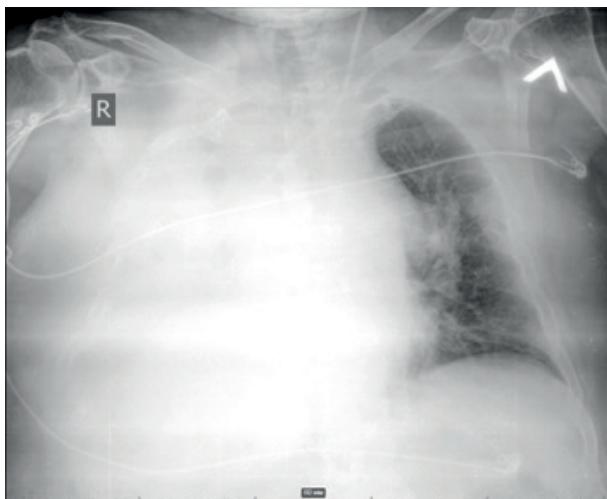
Рентген-признаки ателектаза правого легкого в сочетании с правосторонним гидротораксом
